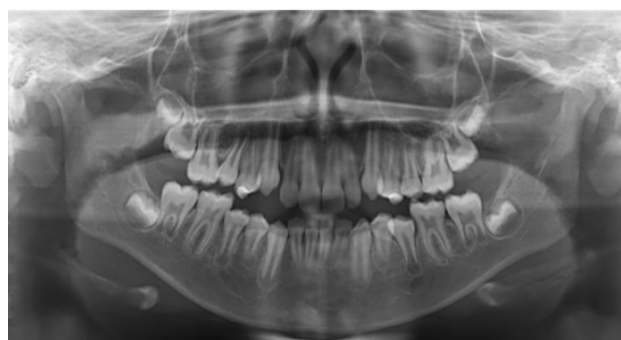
Radiografía panorámica de control, 2 años después intervención MA.
